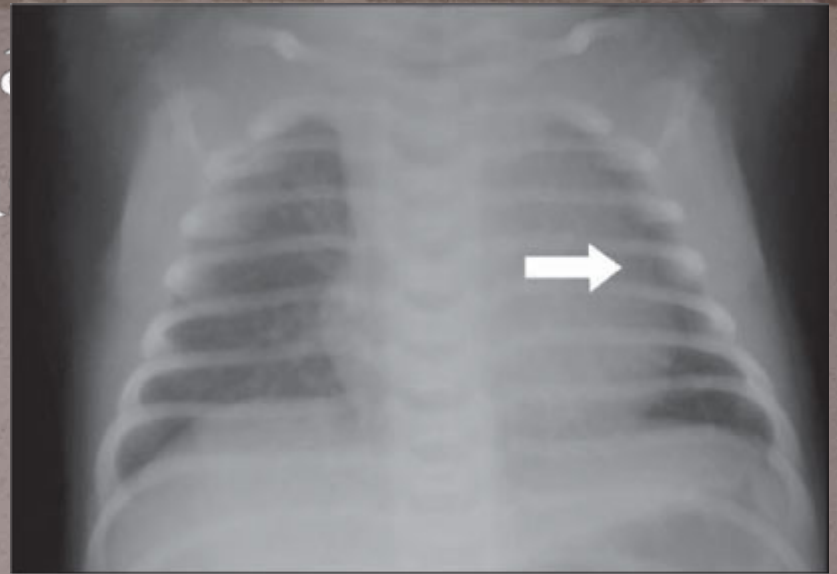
Radiografia de RN com nove dias de vida demonstrando o sinal da onda (seta).
